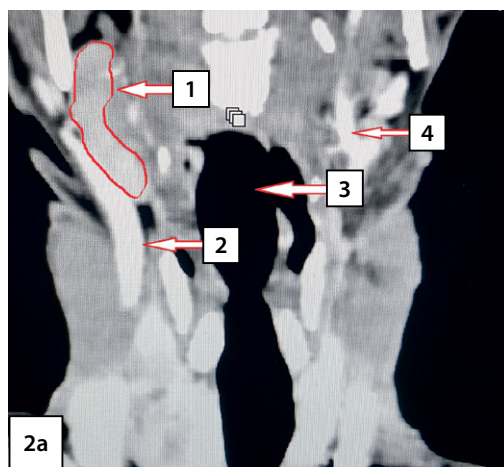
Компьютерная томография шеи с ангиографией: 2a — фронтальная проекция; 2b — аксиальная проекция; 2c — сагиттальная проекция. Стрелками указаны анатомические структуры: 1 — правая верхняя околощитовидная железа; 2 — правая общая сонная артерия; 3 — трахея; 4 — левая общая сонная артерия.
